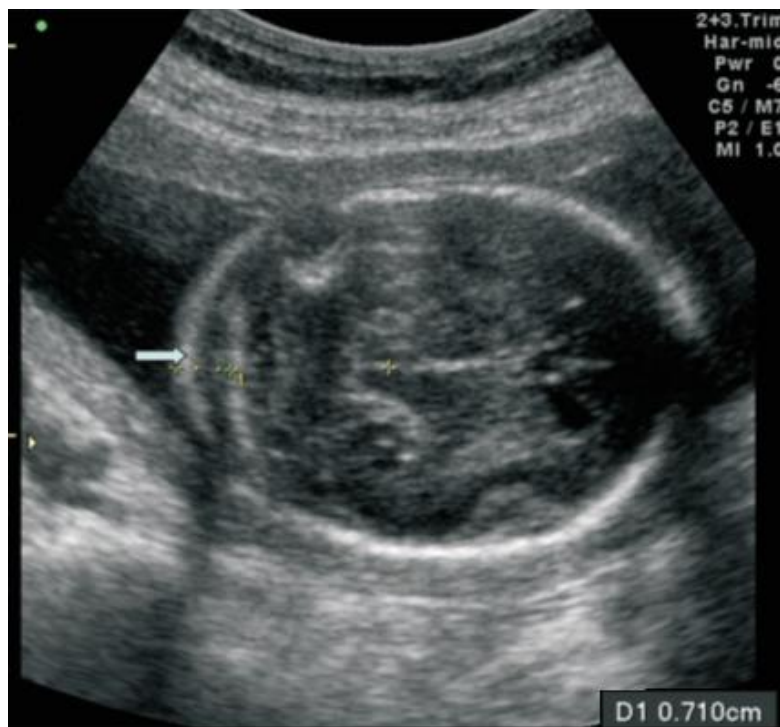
Plano transversal da cabeça fetal mostrando espessamento da prega da nuca. Adaptado de Van den Hof MC et al. Fetal Soft Markers in Obstetric Ultrasound (2005) [38]
